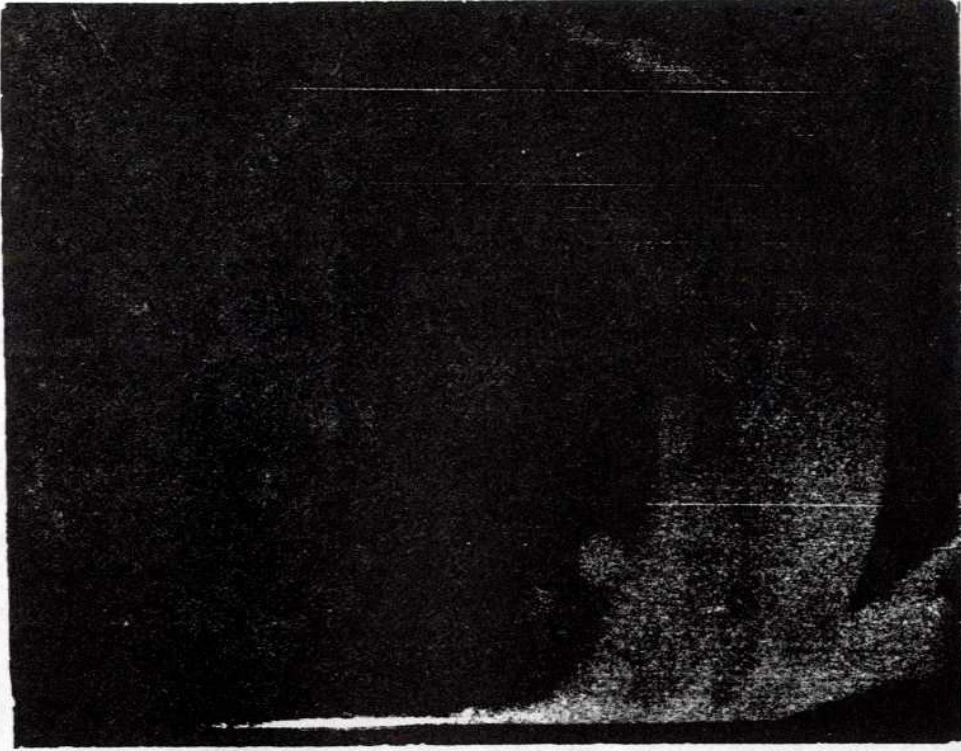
Emboliden 10 dakika sonraki angiografide a. oksipitalenin ve internal karotid arterin dolmadığı gözleniyor.
